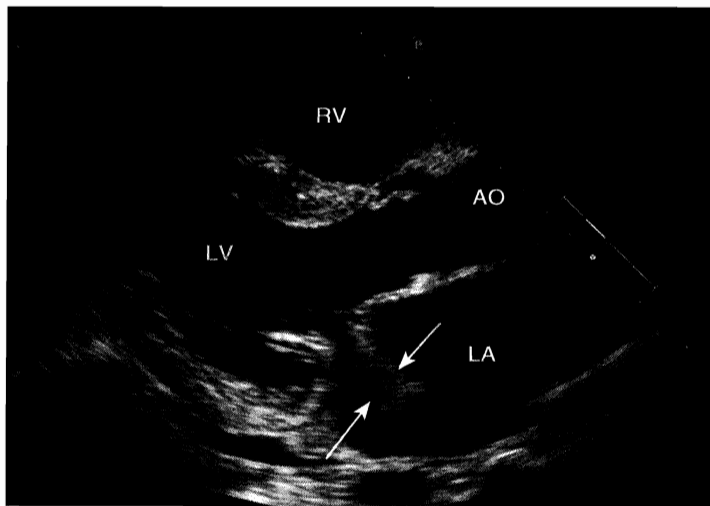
感染性心内膜炎经胸超声心动图(胸骨旁长轴切面)显示二尖瓣团块状回声(箭头所指),收缩期脱向左心房。AO:主动脉;LA:左心房;LV:左心室;RV:右心室
